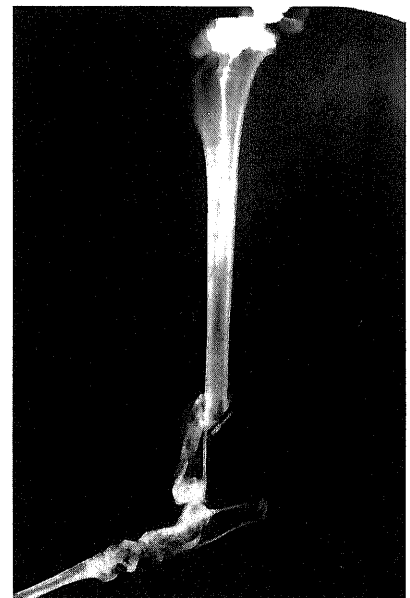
The X-ray of the tibia. The X-ray shows the fractured tibia at the time of fracture.
